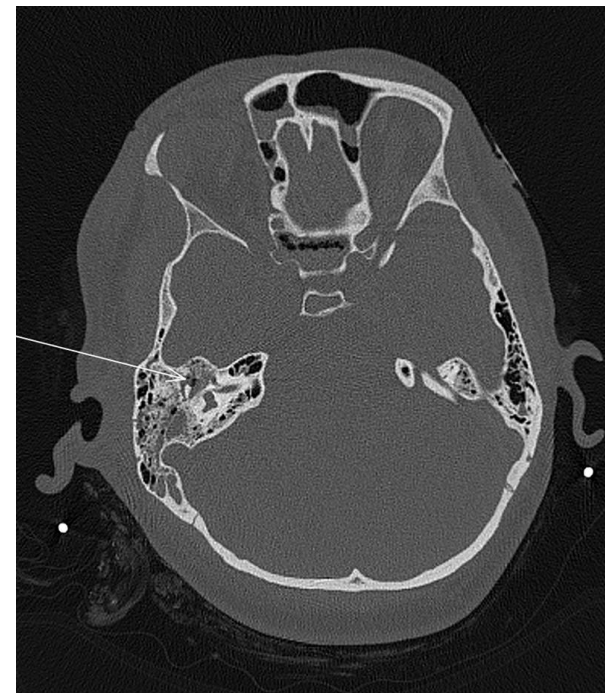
Cortes axiales en ventana ósea de TC craneal en paciente de 38 años tras accidente en monopatín con empeoramiento progresivo del nivel de conciencia que ha acabado intubado y que presenta también otorragia bilateral. Fractura longitudinal del peñasco derecho con probable luxación / subluxación de la cadena osicular.
